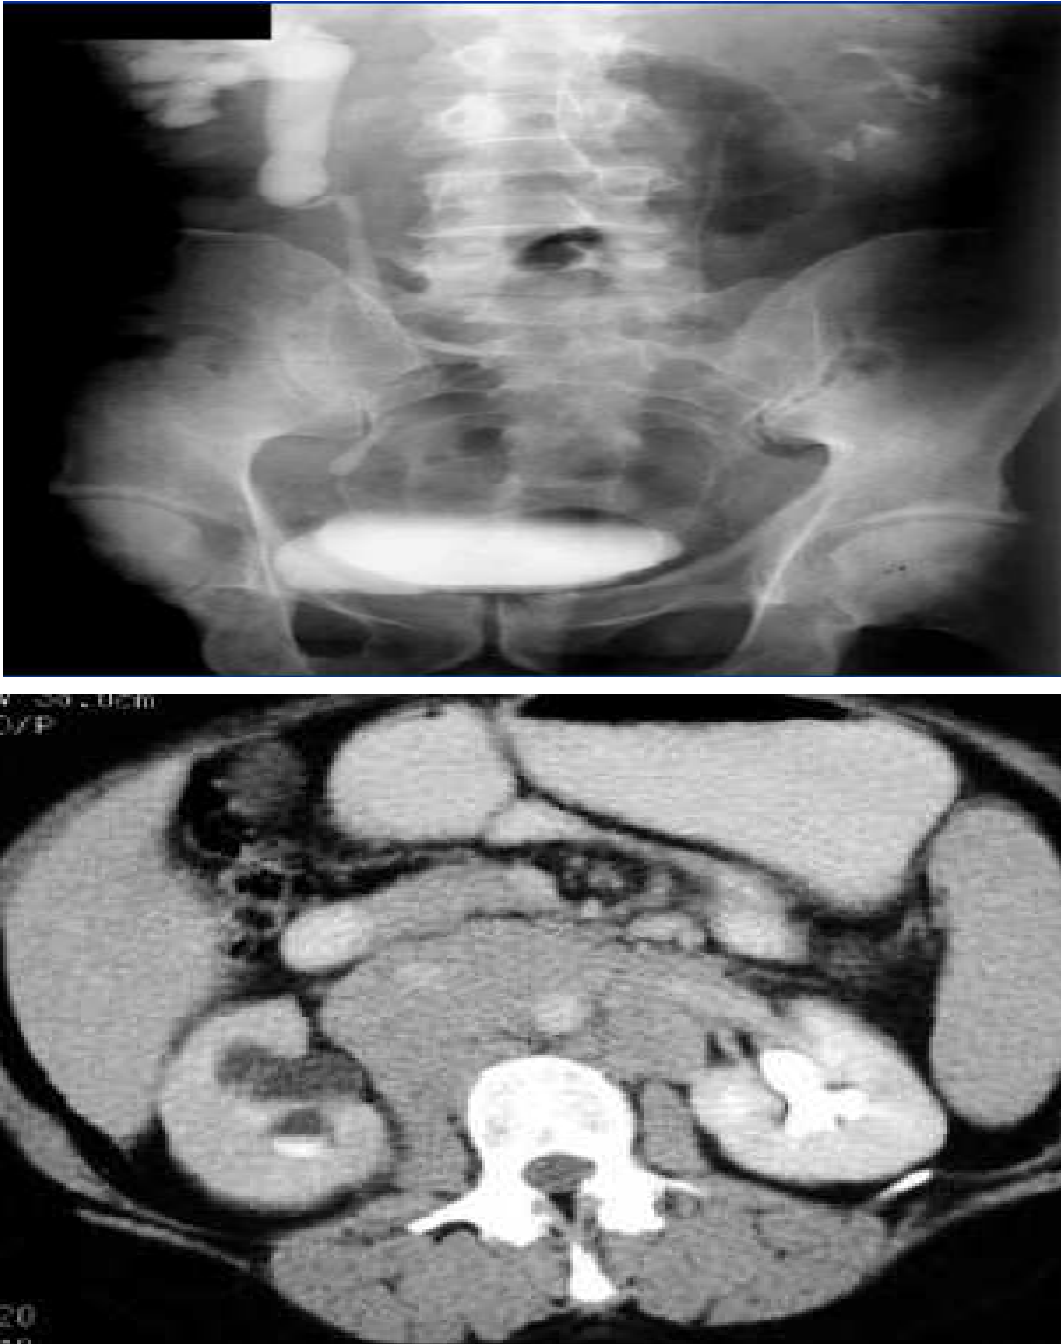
urographie intraveineuse et TDM abdominale montrant une sténose urétérale droite
